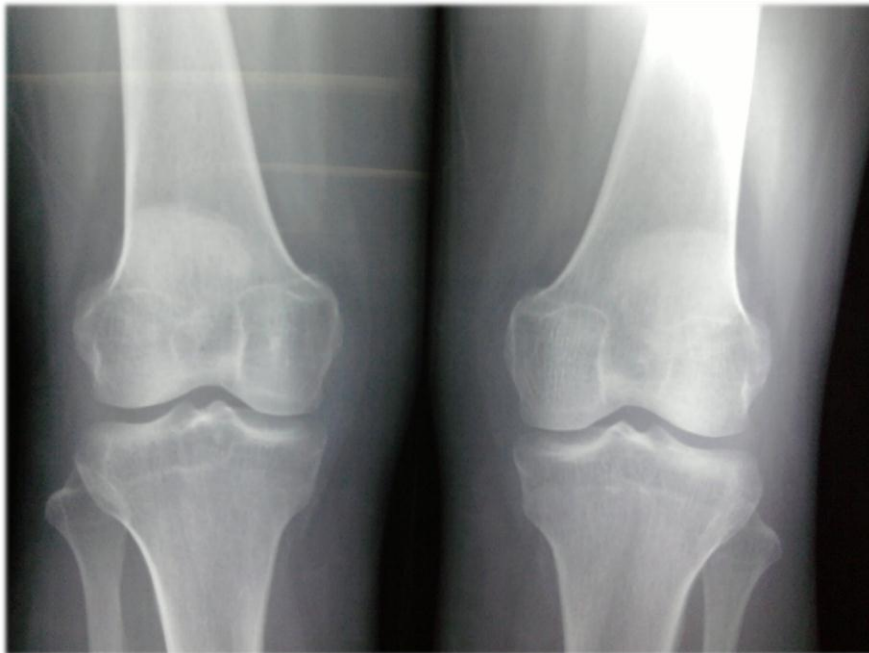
Anatomía de la rodilla. Radiografía con carga. AP ambas rodillas.
